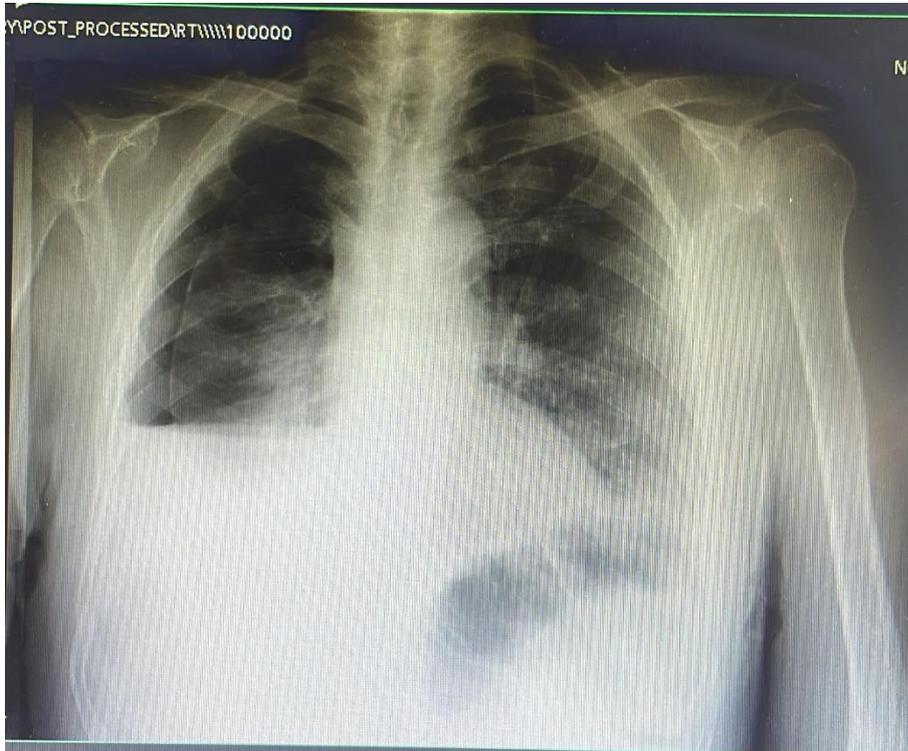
Radiografía de tórax tras toracocentesis en sala de urgencias.
